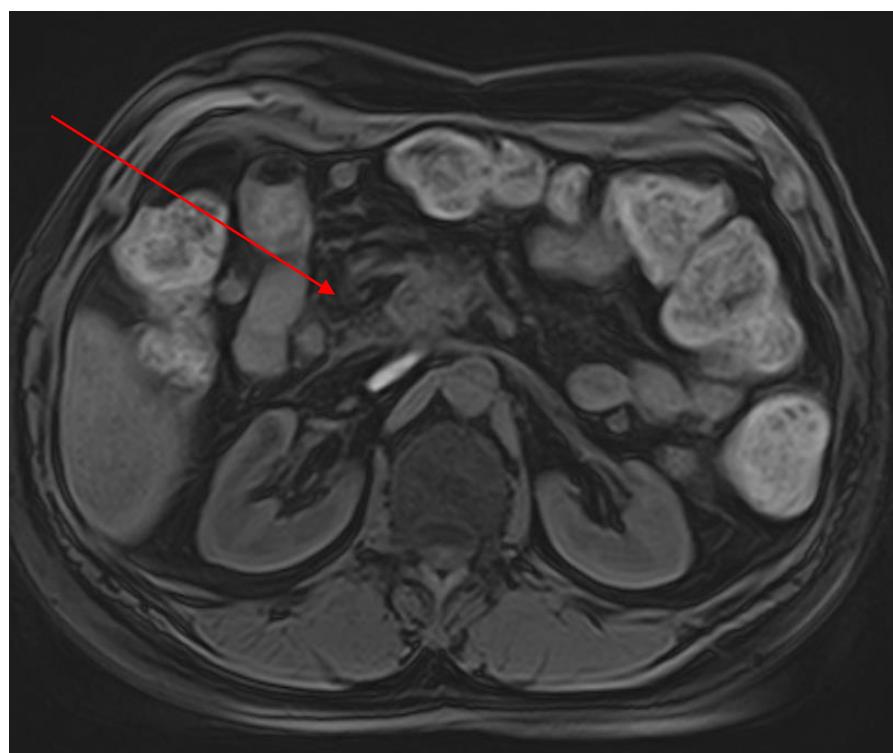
МРТ, инфильтрат в ложе удаленной головки поджелудочной железы.
